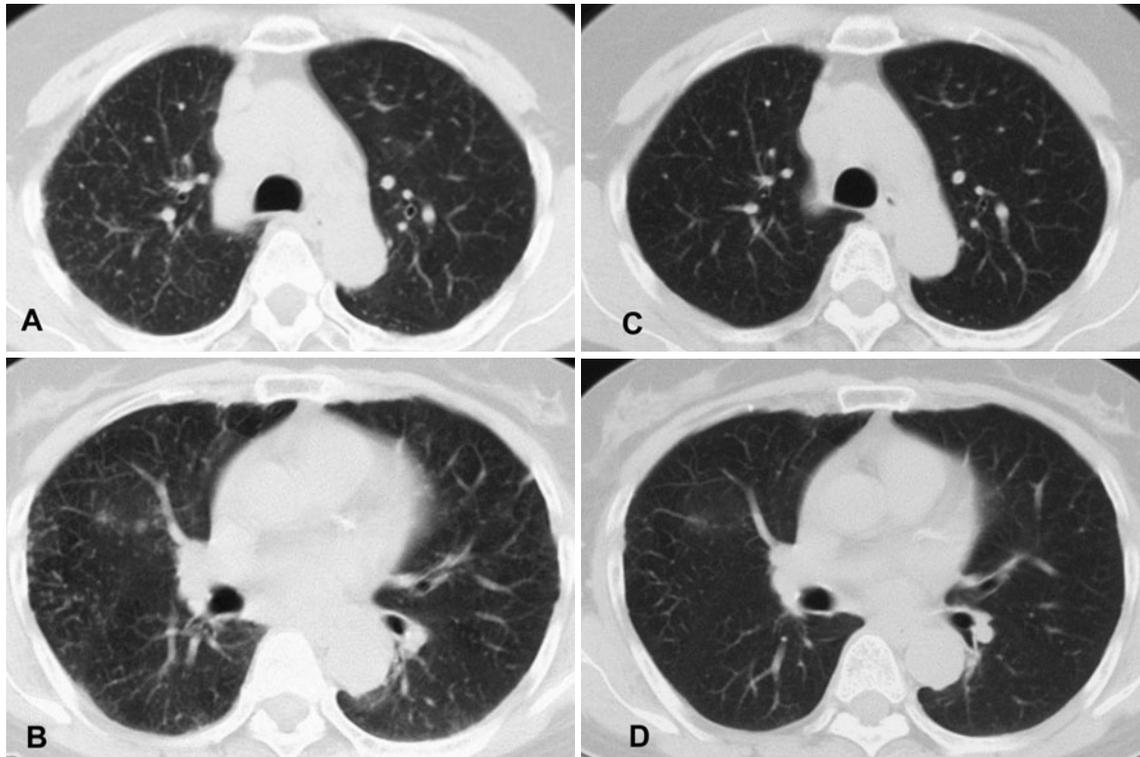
(A, B) A chest CT on her first visit shows a bilateral diffuse granular shadow in the lung fields. (C, D) A chest CT after treatment with tranilast shows improvement in her bilateral diffuse granular shadow in the lung fields.
